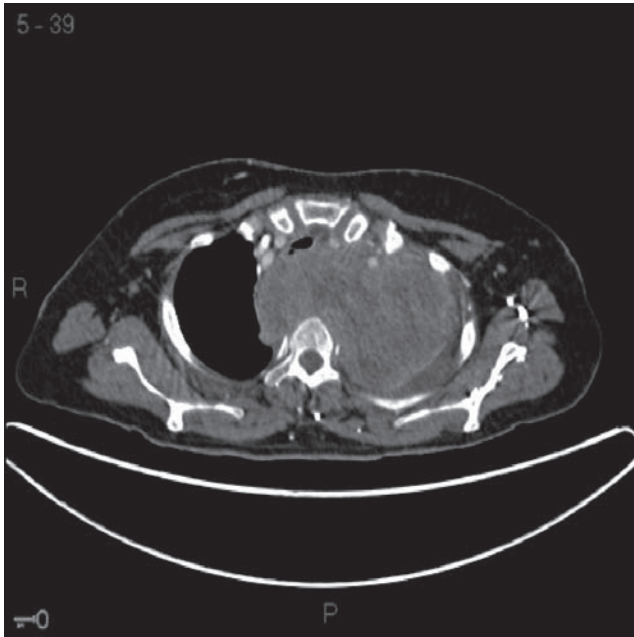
Tomografía donde se identifica tumor de predominio sólido, de patrón heterogéneo, en el mediastino superior y el ápice pulmonar izquierdo, desplaza y comprime a la tráquea.
